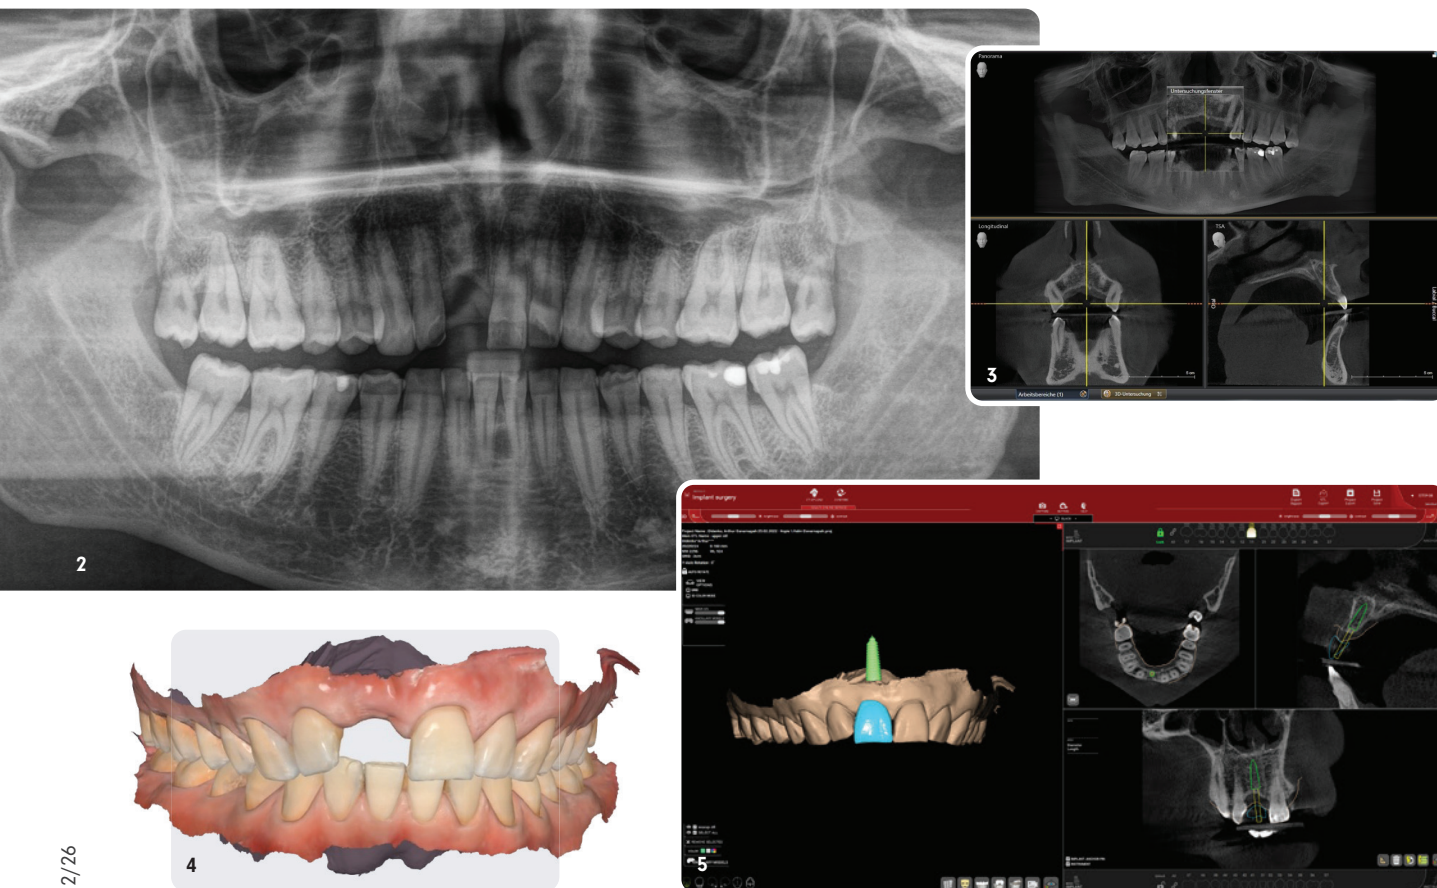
Präoperative Röntgenaufnahme Regio 11 zur Beurteilung der Ausgangssituation. – Abb. 3: DICOM-Daten zur dreidimensionalen Diagnostik und Planung. – Abb. 4: STL-Daten der intraoralen Situation als Basis der prothetisch orientierten Planung. – Abb. 5: Digitale Implantatplanung unter Berücksichtigung der prothetischen Achse.
